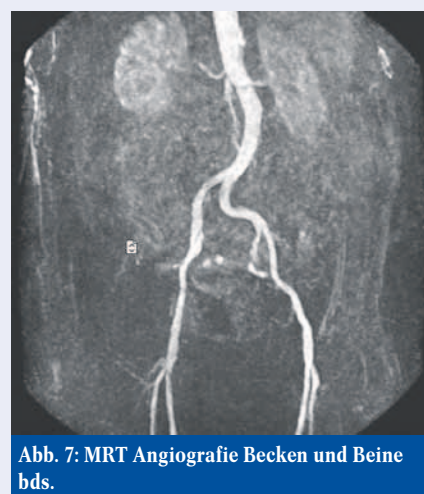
MRT-Angiografie Becken und Beine bds.
